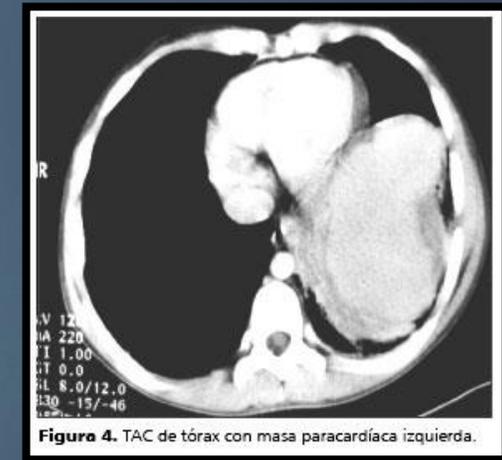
TAC de tórax con masa paracardiaca izquierda.
